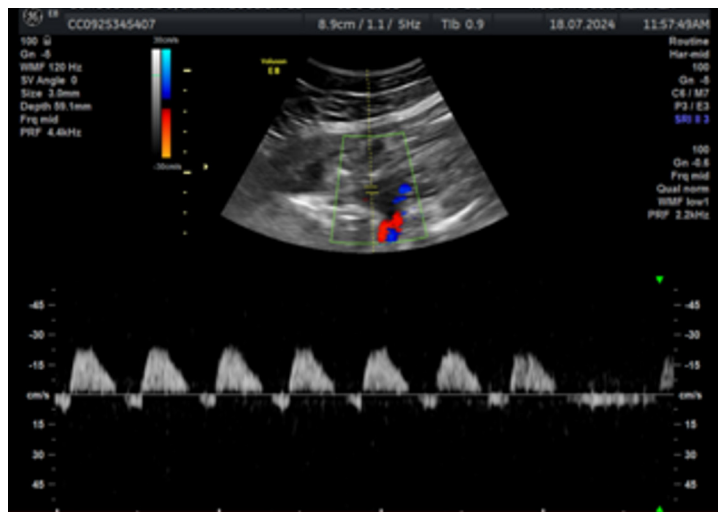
(A la izq). Ecografía Doppler donde se observa el flujo diastólico reverso en un embarazo de 30 semanas, la imagen corresponde al Caso de RCIU de inicio temprano. (A la derecha). Se observa, el producto durante su nacimiento en el interior de su saco amniótico, con membranas intactas, y marcada disminución del líquido amniótico.
